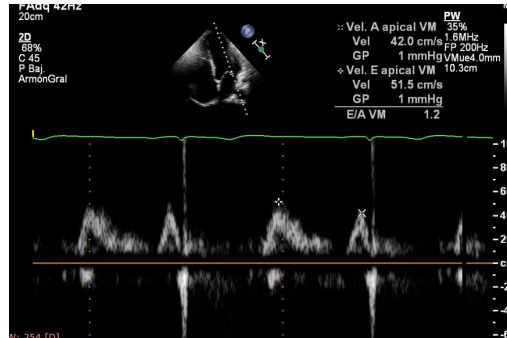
a) Imagen de doppler pulsado donde se visualizan la onda de llenado transmitral (onda E y onda A).
